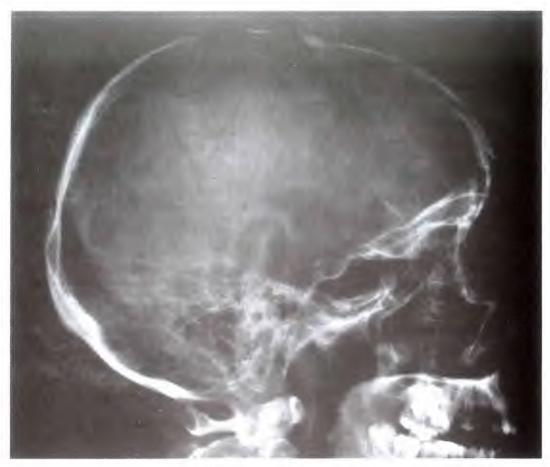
Lateral radiograph of the skull. الشكل (71-73): صورة شعاعية جانبية للجمجمة.
